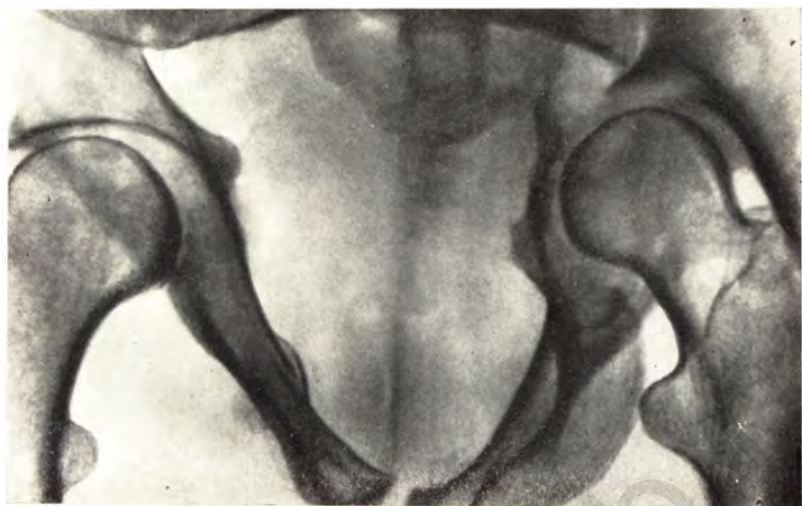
Рентгенограмма входа в таз. Таз Отто—Хробака. Односторонняя деформация вертлужной впадины.
